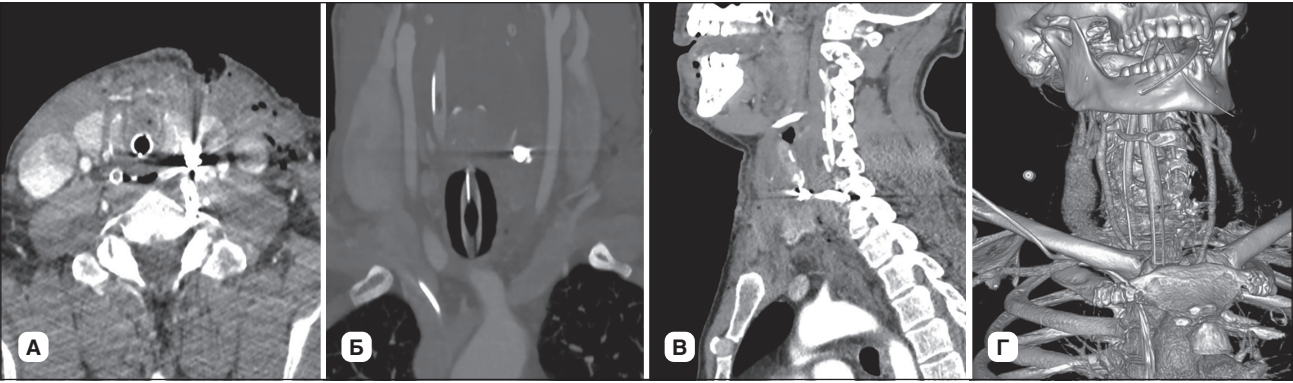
МСКТ щитоподібної залози в ангіорежимі при надходженні пораненого: ознаки ушкодження лівої частки ЩЗ з численними сторонніми тілами (металевими осколками): А — аксіальна проекція; Б — коронарна проекція; В — сагітальна проекція; Г — 3D-моделювання
